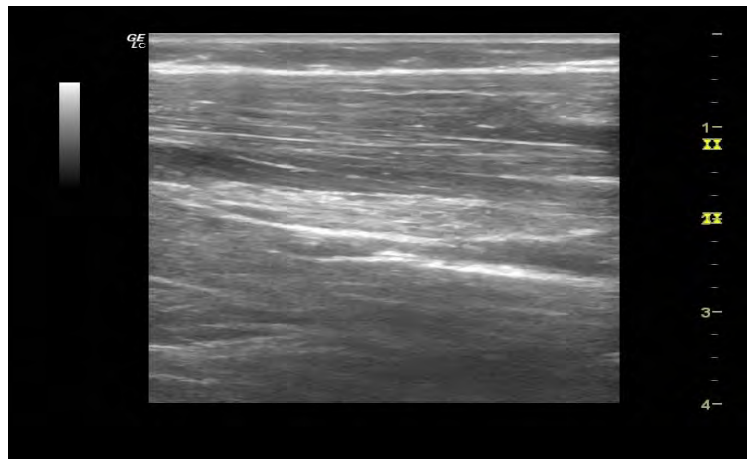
Hasil citra ultrasound di perut
